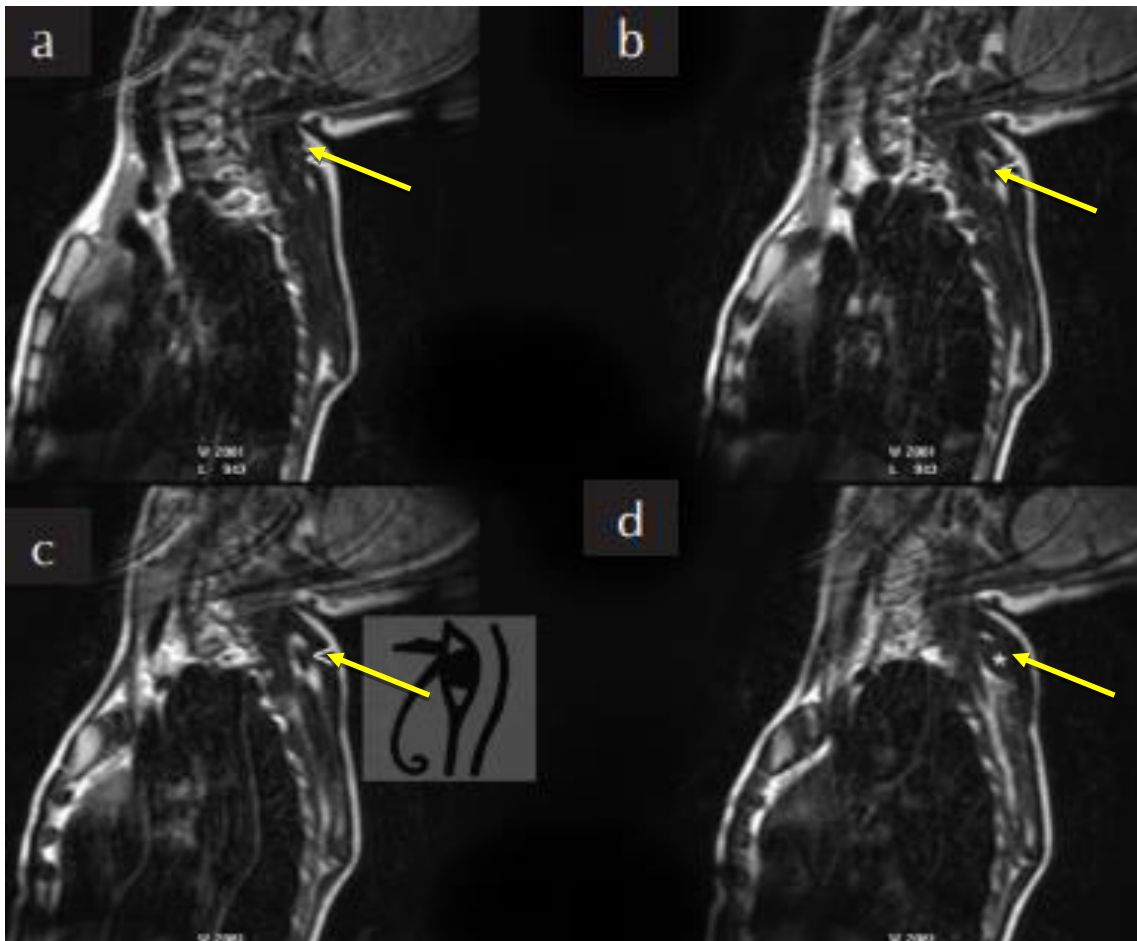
Série d'images IRM sagittales (a, b, c, d) montrant l'os omovertebrale. (c) L'os omovertebrale et le tissu adipeux périphérique apparaissent tous deux comme un œil. (flèche en jaune) (90)
